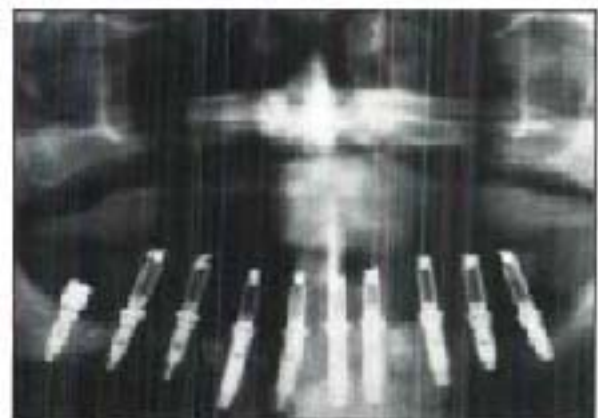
Radiographie panoramique prise après dépose de tous les mini-implants, d'après Froum, 1998
